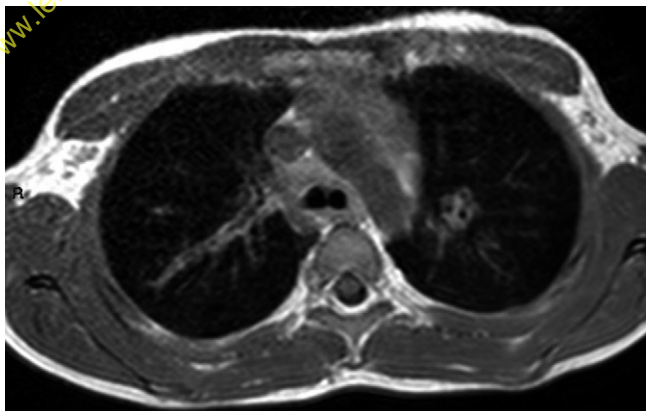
IRM en séquence pondérée T1 des apex pulmonaires chez un enfant atteint de mucoviscidose.
